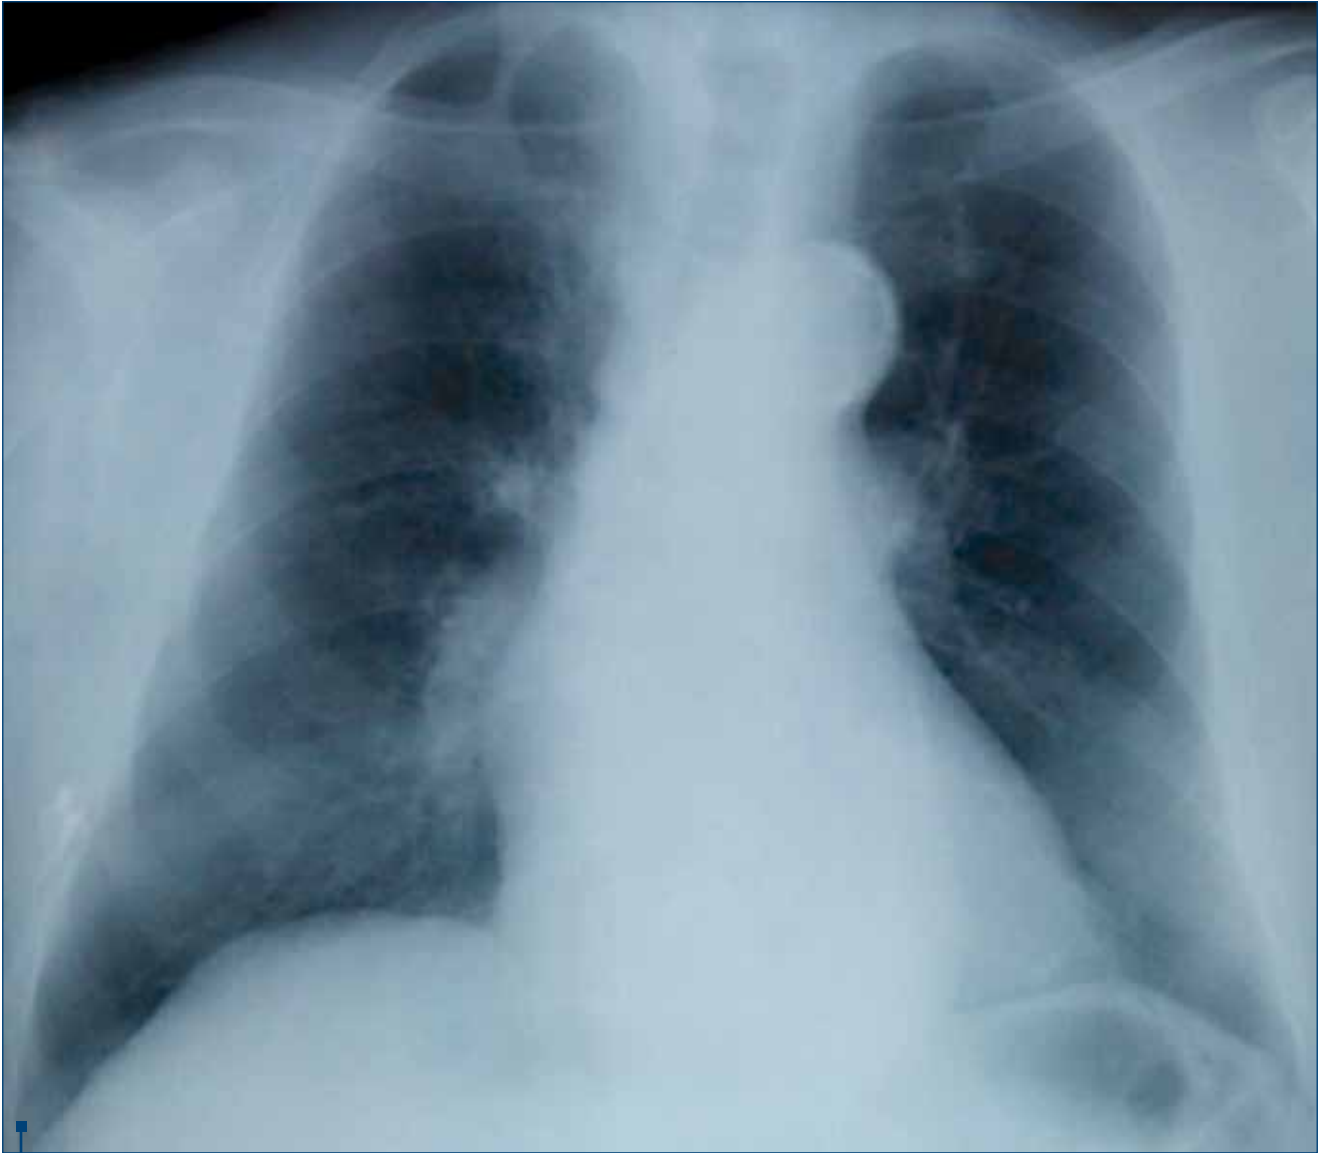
Radiografie pulmonară
